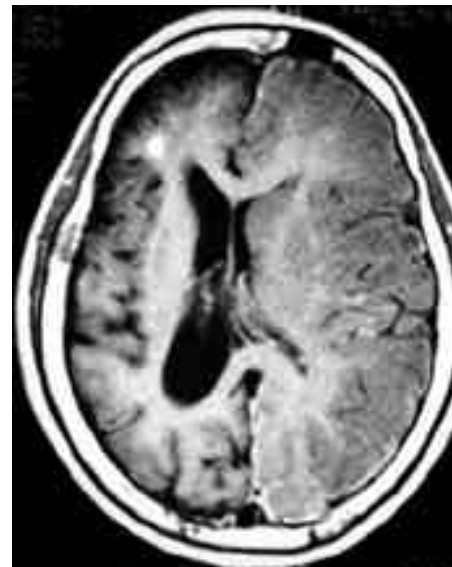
RM axial con gadolinio que muestra tumefacción de hemisferio izquierdo con efecto de masa sobre la línea media, además de piel.
